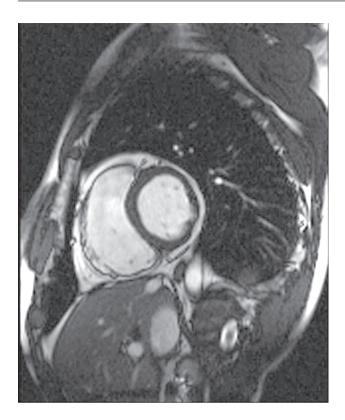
Кино-МРТ, короткая ось правого желудочка
